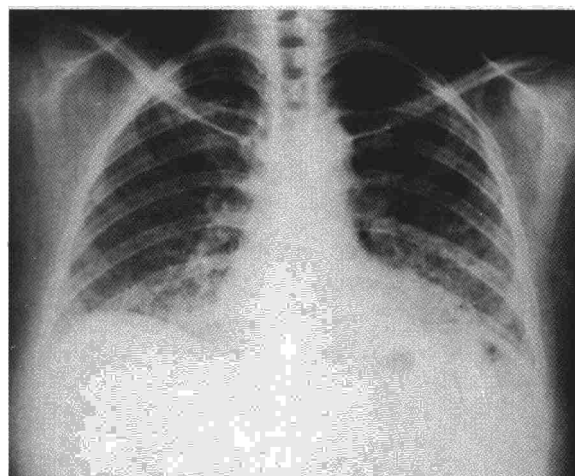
Telerradiografía de tórax de paciente con AAE de seis meses de evolución. Las imágenes son reticulonodulares bilaterales. Es aparente el acortamiento de los campos pulmonares.
